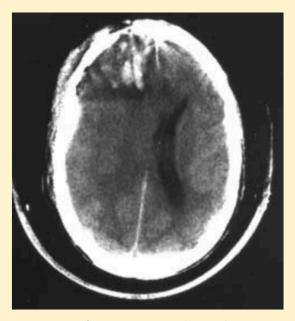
Tomografía computarizada axial que muestra un hematoma subdural agudo izquierdo, evidenciado como una colección hiperdensa en forma de media luna, con desplazamiento de la línea media. Esta imagen representa una complicación grave del trauma craneoencefálico cerrado. (Bárcena-Orbe A)
